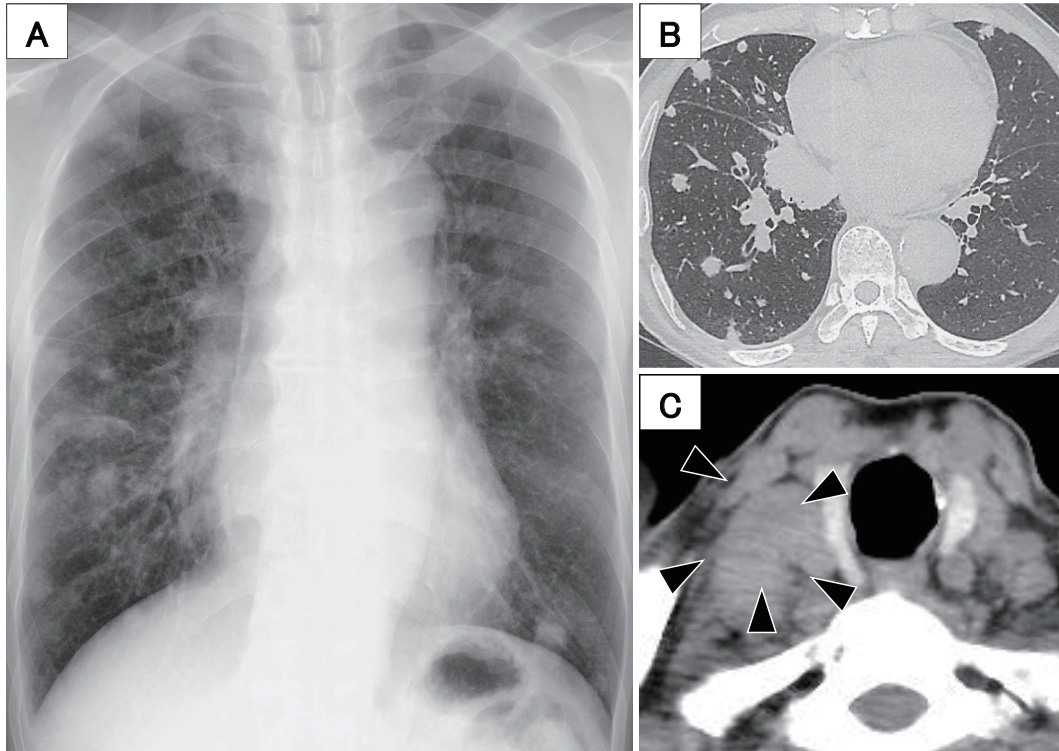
Chest X-ray showed multiple nodules in both lung fields (A). Chest computed tomography revealed multiple nodules in both lungs (B) and right supraclavicular lymph node swelling (arrowheads) (C).
